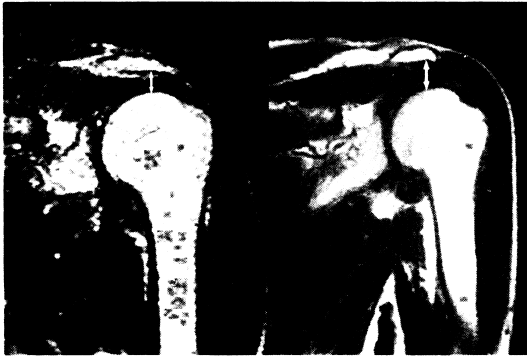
左：健常者、25歳、男性の肩関節MRI像。右：透析23年、44歳、男性の同像。健常者に比し、肩峰骨頭間距離(矢印)が増加している。肩峰下滑液包の肥厚を示唆し、肩挙上時のimpingementによる疼痛や、臥床時の疼痛の原因となる。
